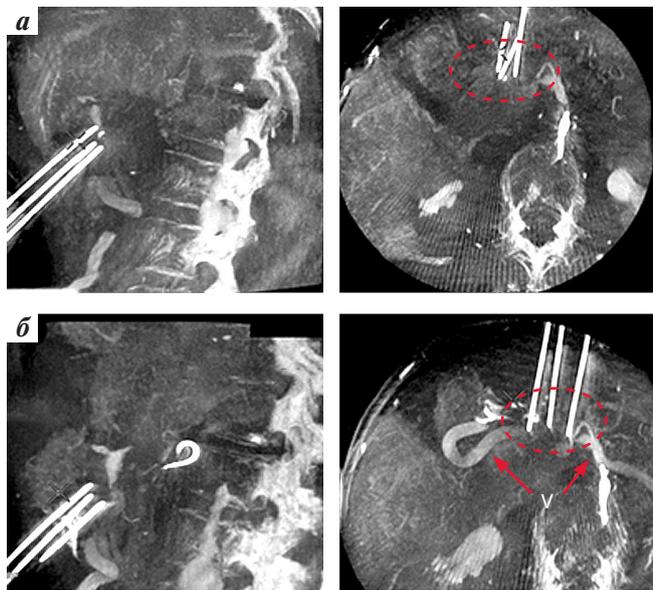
Контроль расположения электродов с помощью плоскодетекторной компьютерной томографии: а — один из электродов расположен не параллельно остальным (красный пунктир), что потребовало коррекции; б — электроды расположены адекватно (красный пунктир), более корректное расположение небезопасно ввиду близости варикозно расширенных вен (V)
